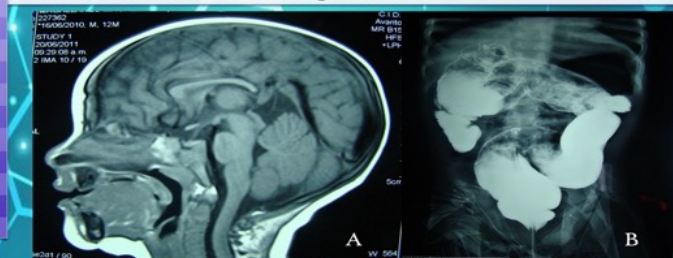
A. RMN de cráneo con agenesia parcial de cuerpo caloso; B, colon por enema con datos de colon redundante.
